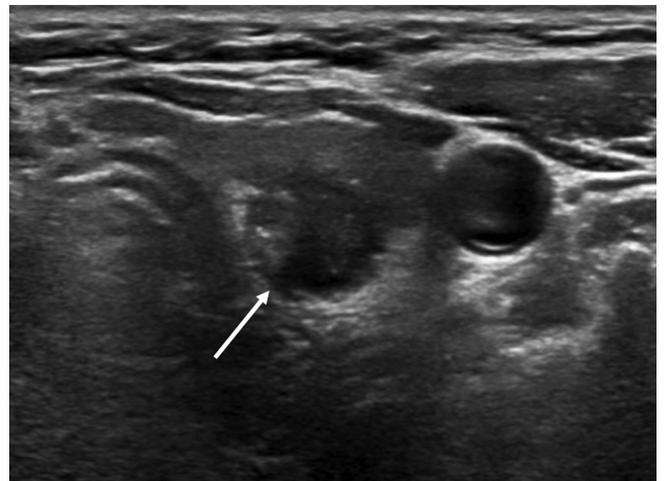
Ultrasound feature of tumor invasion of the recurrent laryngeal nerve (T4a). Tumor protrusion into the tracheoesophageal groove is indicative of tumor invasion of the recurrent laryngeal nerve (arrow). Tumor invasion of the recurrent laryngeal nerve was found by surgery.
